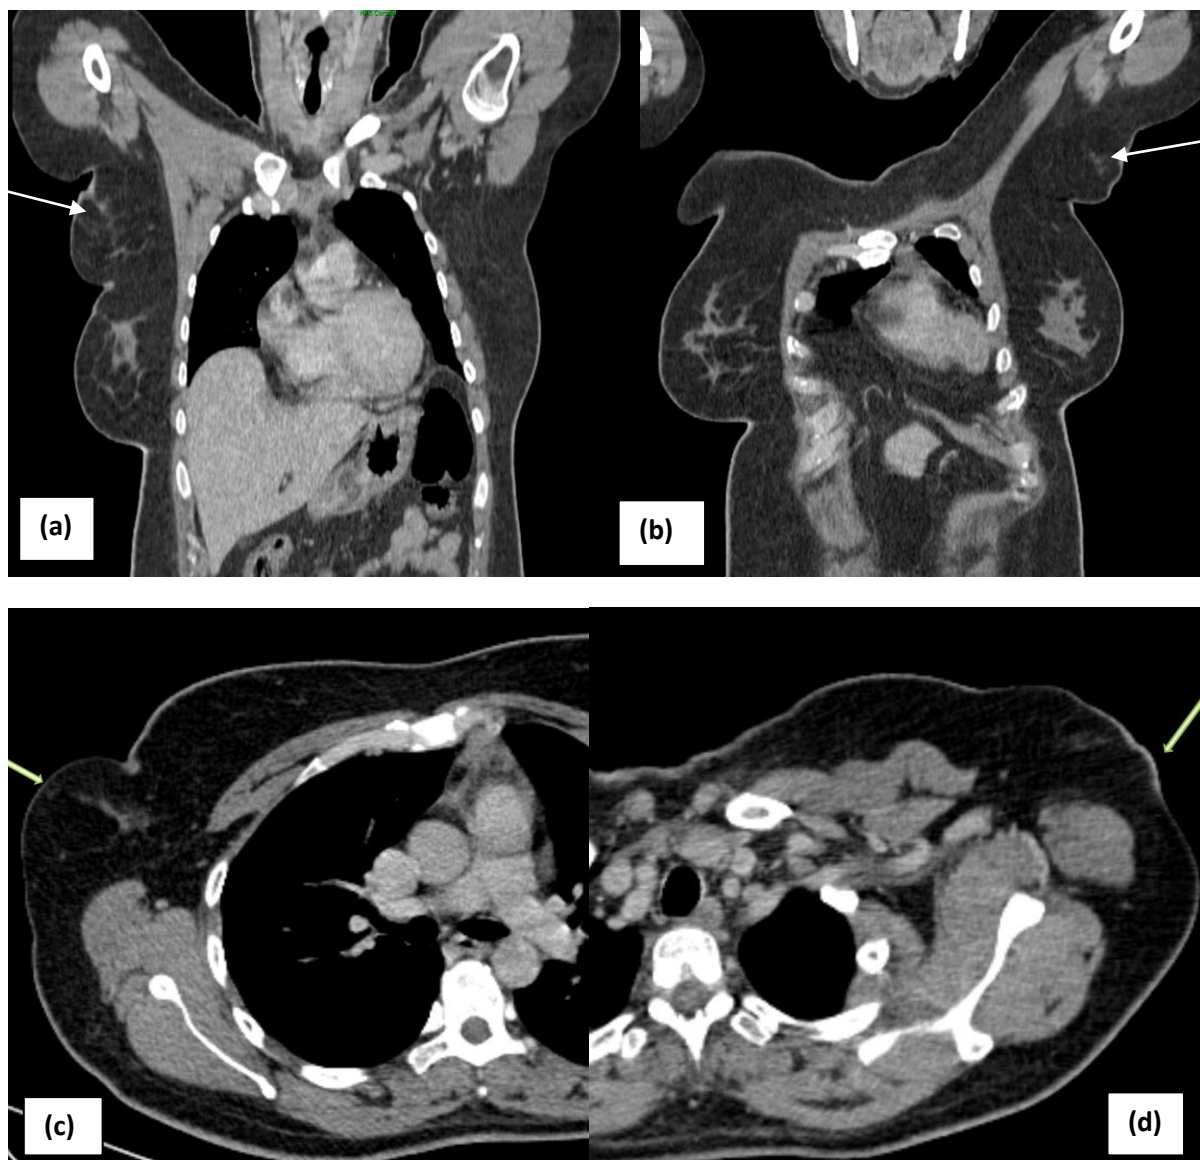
coupes TDM coronales (a et b) et axiales (c et d) : montre une hypertrophie axillaire bilatérale graisseuse, contient un tissu fibro-glandulaire de densité élevée
